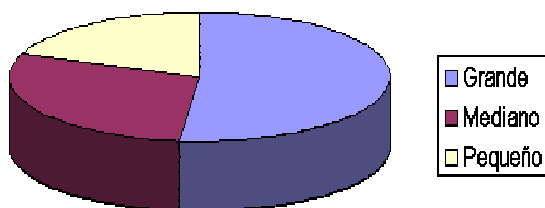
Infarto cerebral isquémico según su tamaño por TAC.
